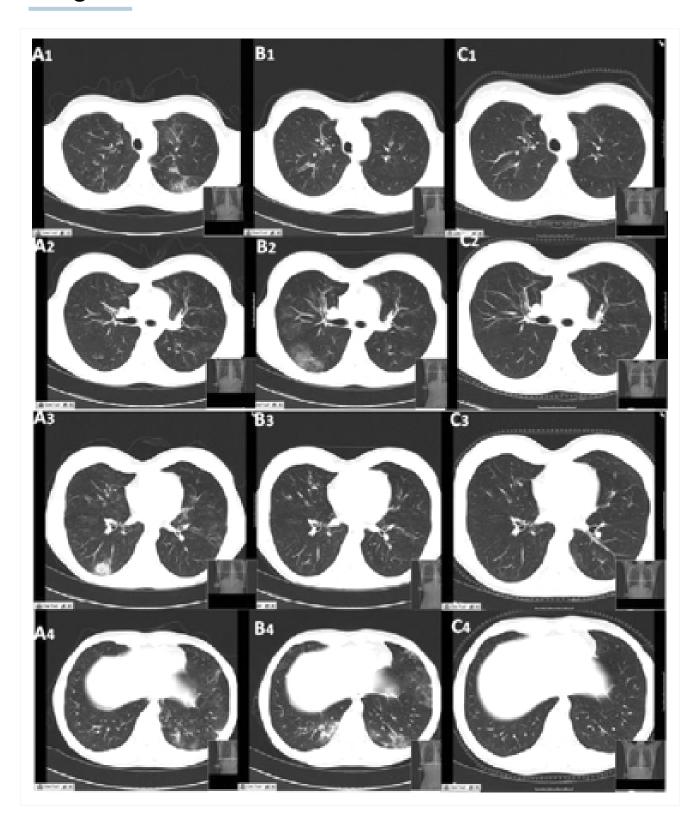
Tomografia computadorizada (TC) do tórax obtida (A) durante a exacerbação dos sintomas, revelando infiltrados pulmonares no lobo inferior direito (A3) e no lobo inferior esquerdo (A4). Uma reavaliação feita 15 dias depois (B) revelou a natureza migratória das lesões, com o desaparecimento completo dos infiltrados descritos anteriormente e a presença de novas áreas com opacidade em vidro fosco dentro do lobo inferior direito (B2) e do segmento lingular esquerdo e do lobo inferior esquerdo (B4). (C) Seis meses após o tratamento, todas as lesões pulmonares descritas estavam completamente curadas
